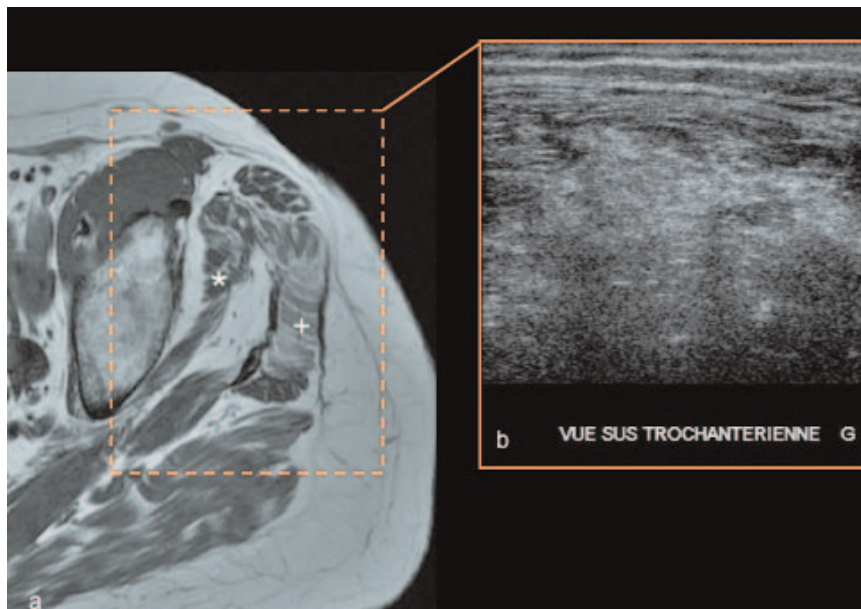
Involution musculaire grasseuse accompagnant une rupture tendineuse. Les muscles petit (\*) et moyen glutéaux (+) sont en hypersignal T1 (a) et hyperéchogènes en échographie (b).
